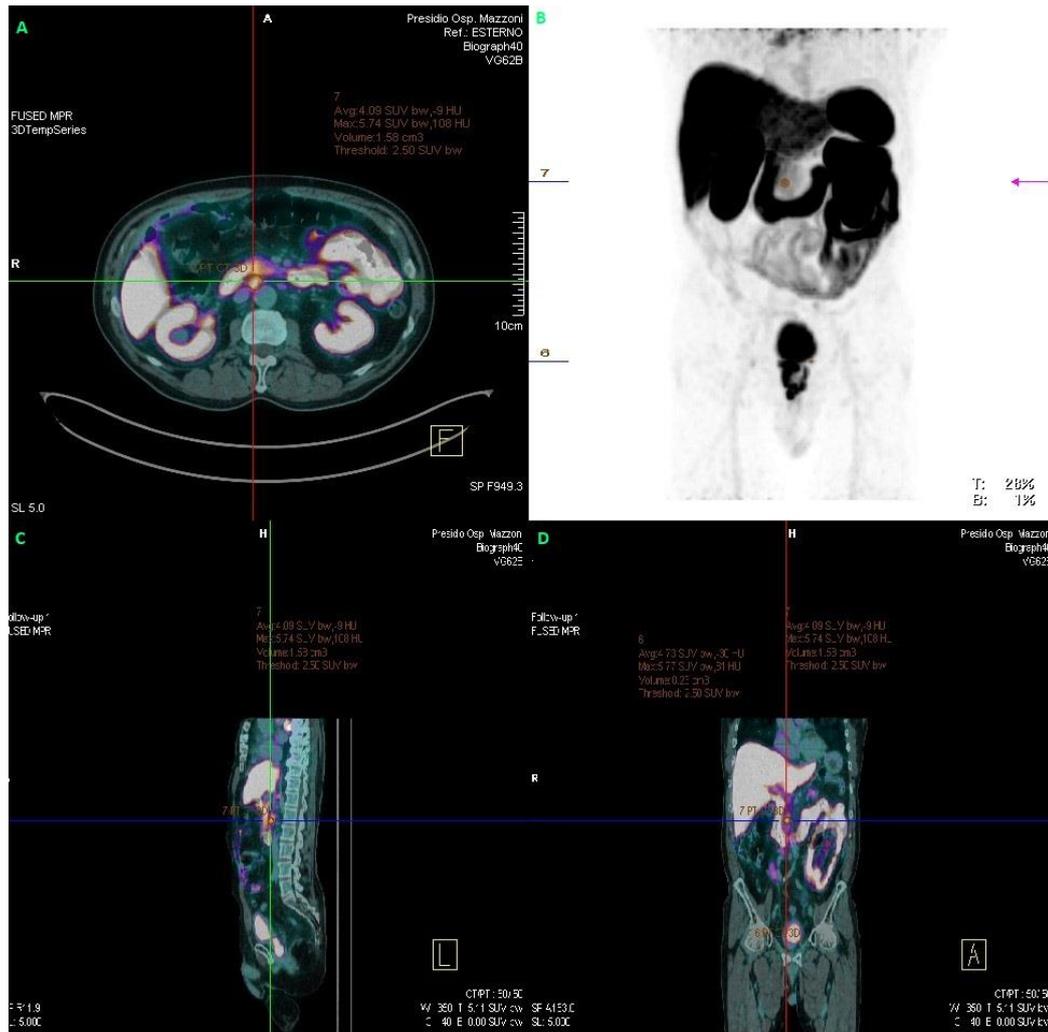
CASO CLINICO 2. Immagini A (assiale), C (sagittale), D (coronale) FUSED MPR relative alla PET/CT-2; immagine B) 3D MIP della PET/CT-2.
